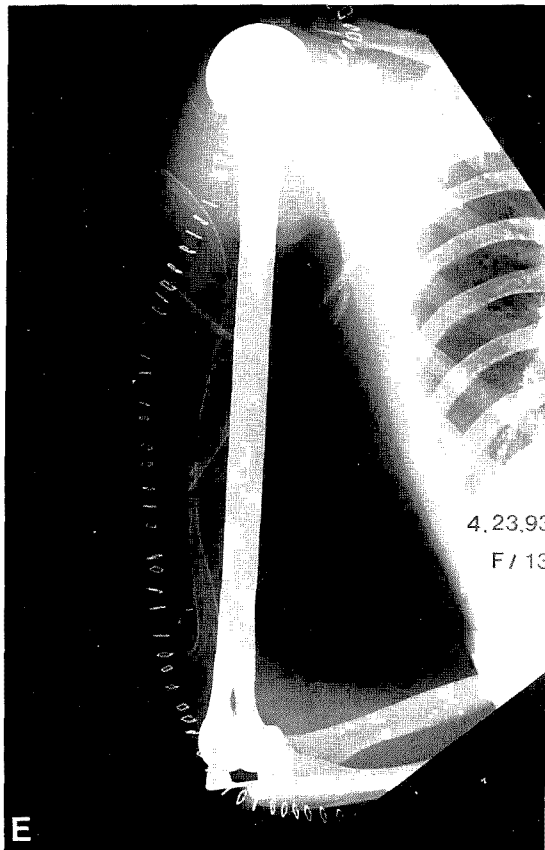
e. The plain x-ray after total humerus resection and elbow replacement operation.
